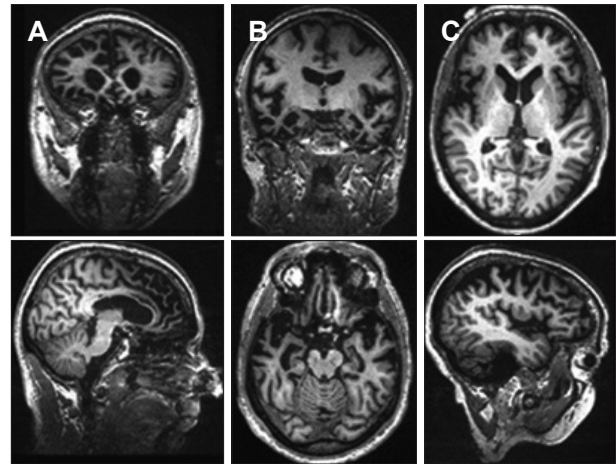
MRI findings in frontotemporal dementia (FTD). T1-weighted images (A) behavioral-variant FTD, (B) semantic dementia, (C) progressive nonfluent aphasia. Adapted from Shinagawa and Miller. Academic Press 2014.¹²⁾
